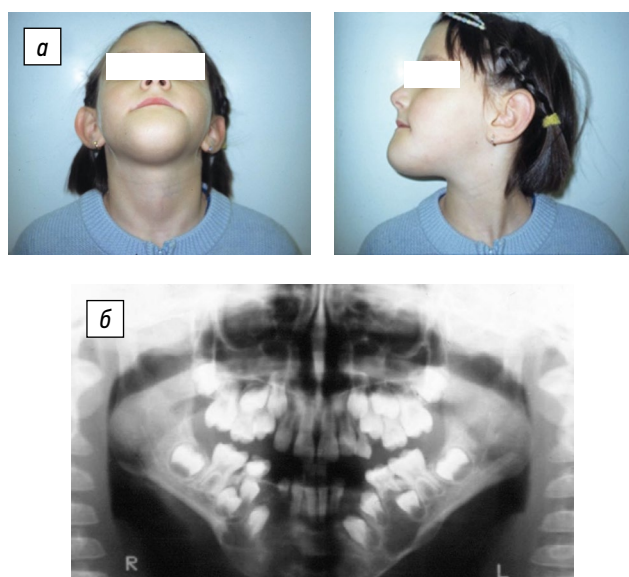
Пациентка Б., 5,5 года. Остеобластокластома челюсти: а — внешний вид; б — ортопантомограмма
